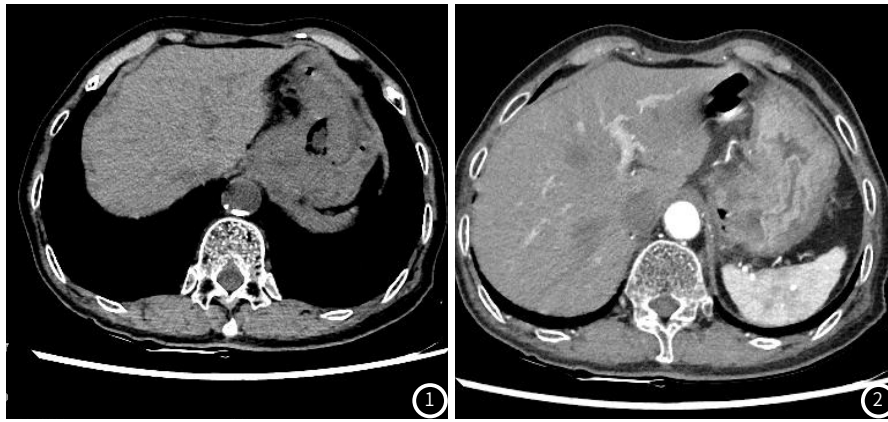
CT平扫, 示胃壁不规则软组织团块, 其内密度不均匀, 胃体形态不规整, 边缘欠清晰, 胃体充盈不佳。图2 MSCT增强, 示胃壁不规则肿块不均匀强化, 胃壁边缘与邻近组织界限不够明显, 胃体充盈不佳。
